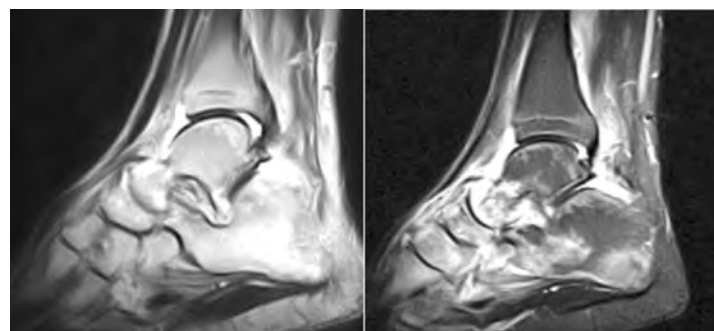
Больной С. 17 лет. Наиболее информативные сканы МРТ выполненные через 2 месяца после начала лечения (отмечается уменьшение зон отека костного мозга пяточной, таранной и ладьевидной костей)
